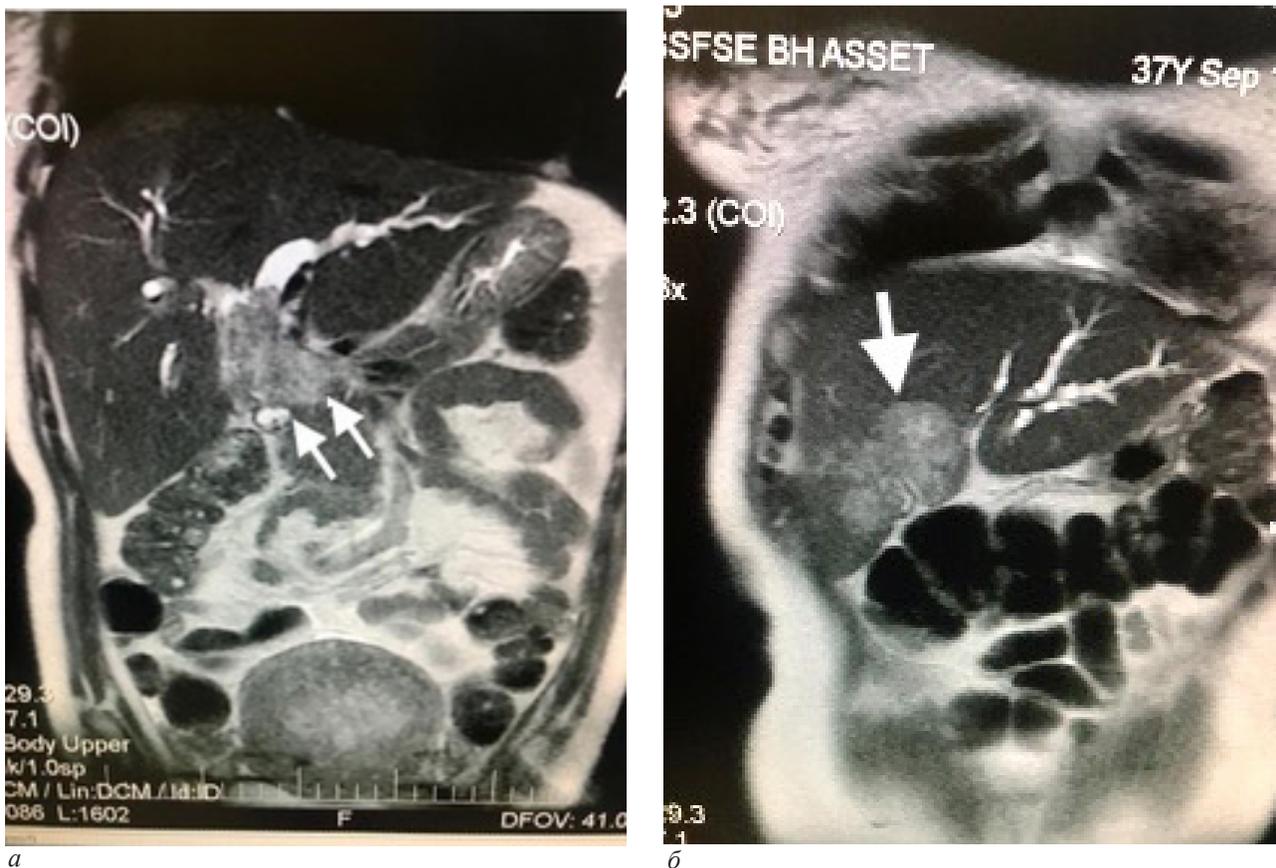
МРТ брюшной полости: а – прямая проекция. Картина объемного образования в области ворот печени с распространением на область конфлюэнса и в просвет правого и левого долевого протоков, тотальным стенозом внепеченочных желчных протоков (вероятно, холангиокарцинома); б – боковая проекция. МР-признаки объемных образований правой доли печени (вторичного характера?). Билиарная гипертензия. Незначительно выраженная гепатомегалия
